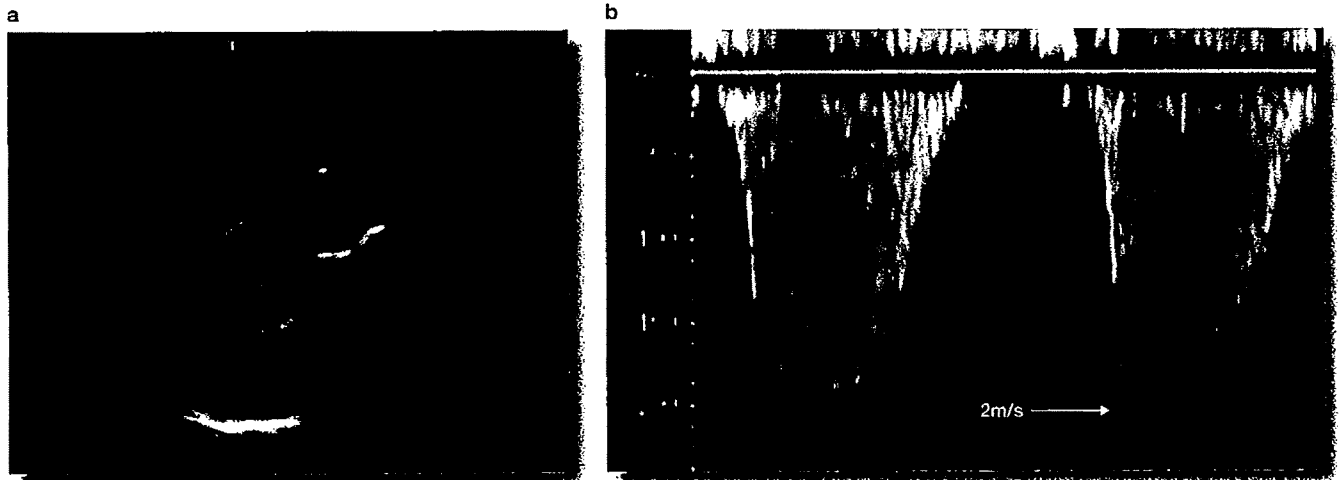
拡張型心筋症の症例の三尖弁逆流のカラー Doppler 図(a)と連続波ドプラ血流速波形(b)
